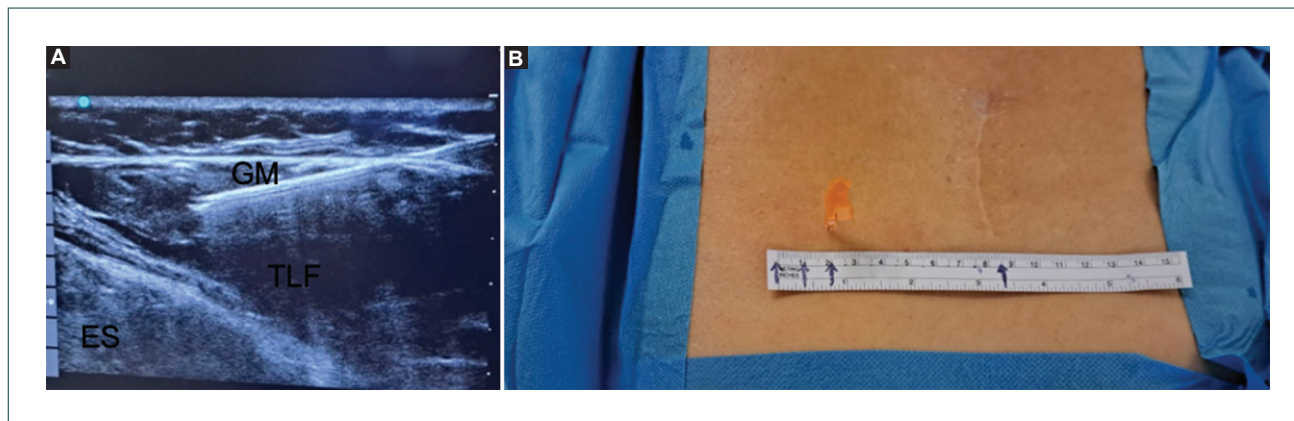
A: vistas del bloqueo de nervios cluneales superiores (NCS) guiado por ecografía. Se deben separar el músculo erector de la columna (ES) y la capa posterior de la fascia toracolumbar (TLF), por donde pasan los citados nervios. GM: músculo glúteo medio. B: punto donde se colocó la sonda de ultrasonido y lugar de inserción de la aguja para el bloqueo de los NCS.
